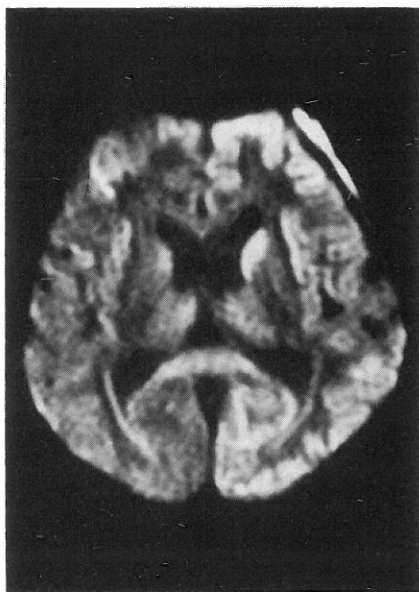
at the level of the section of caudate head, the DWI of the brain shows significantly higher signal intensities in the bilateral frontal cortexes, left temporal and occipital cortexes, and bilateral caudate, those are dominantly distributed on the left of hematoma side.
